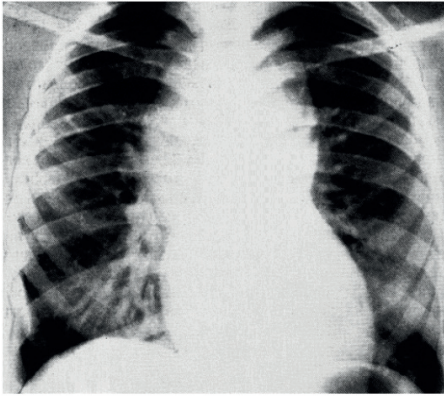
Рентгенограма пацієнта з супракардіальною формою ТАДЛВ
